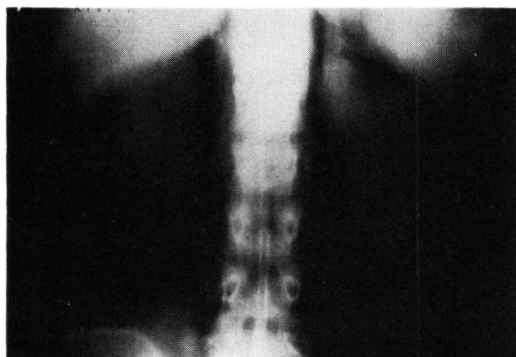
Case 3. Retroperitoneal pneumography combined with tomography.
